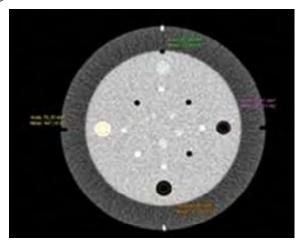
Imagen de los insertos dentro del maniquí y procedimiento para estimar el valor del número CT.
